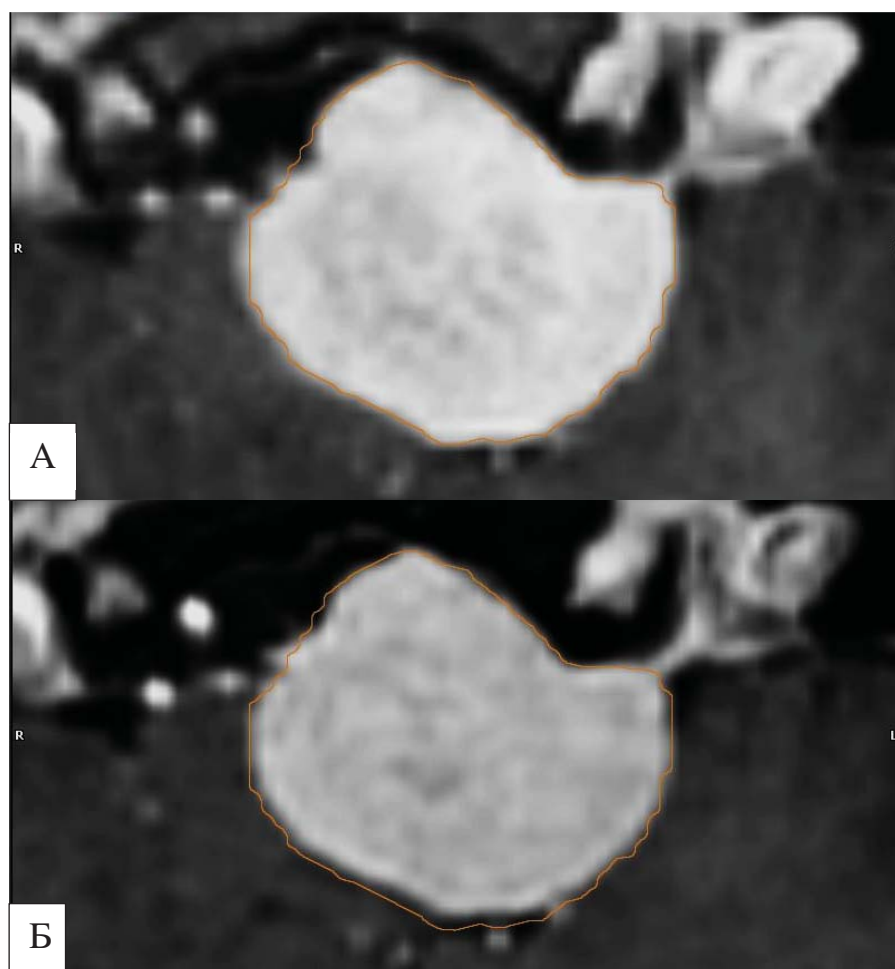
Динамика размеров опухоли по данным МРТ: а – МРТ в аксиальной проекции после лучевого лечения; б – МРТ в аксиальной проекции через 17 месяцев после окончания лучевого лечения. После проведения сравнительного оконтуривания границ опухоли отмечается положительная динамика в виде уменьшения размеров менингиомы и появлением ликворной щели между капсулой опухоли и мозговым веществом
